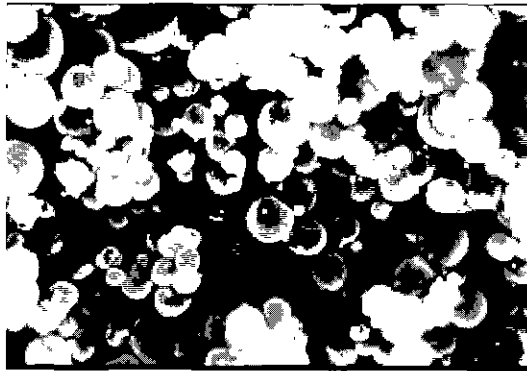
상용 초음파 조영제 ImagentR의 현미경적 사진(Alliance Pharmaceutical Corp. & Schering AG, Germany)
